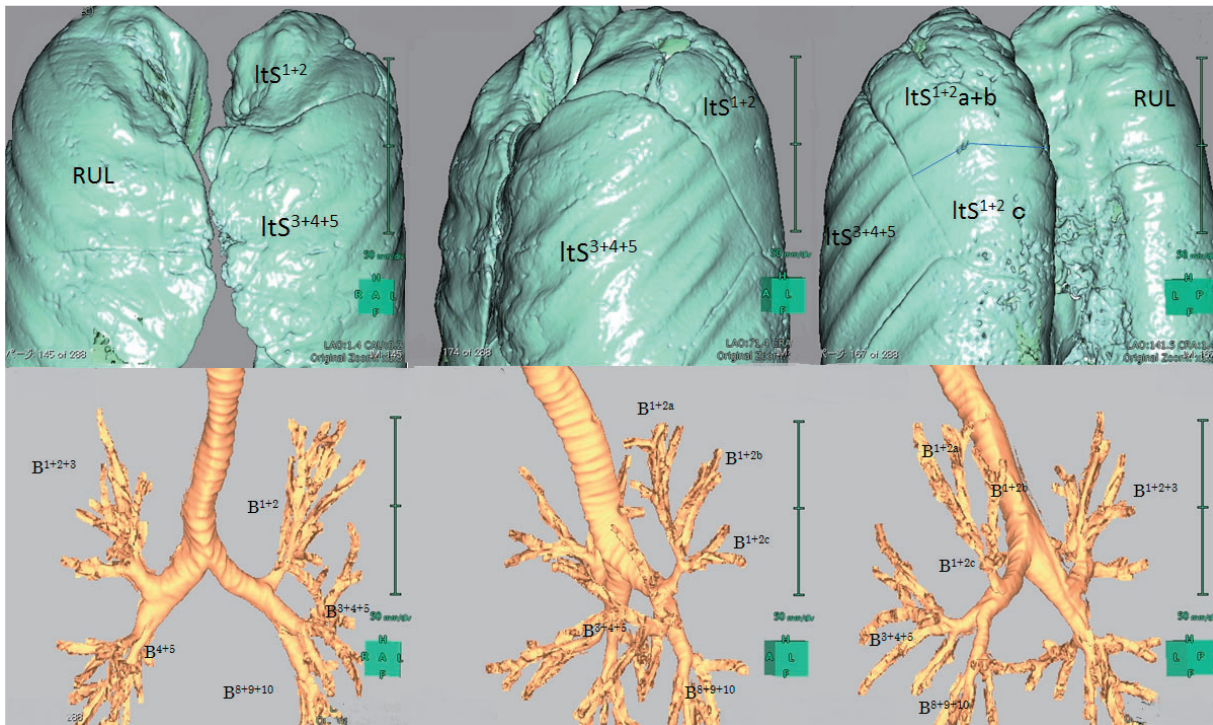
CT with multiplanar reconstruction showed the displaced anomalous bronchus and lobulation of the lung.
